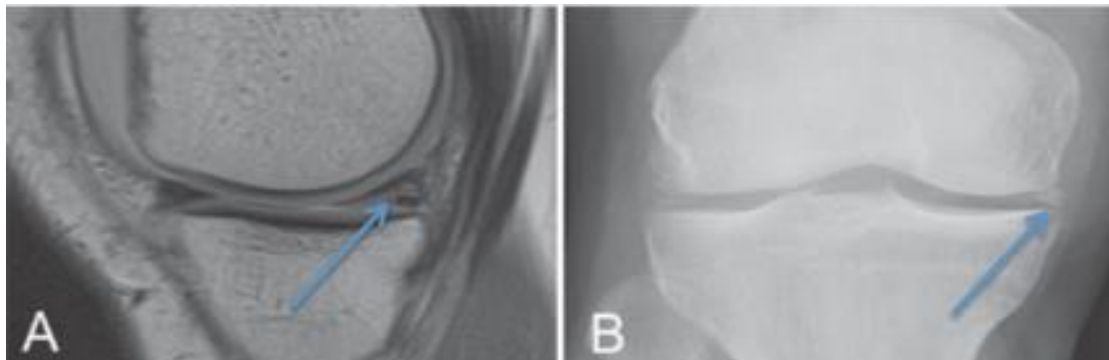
Apesar da imagem A (ressonância magnética (RM)) apresentar sinal de alta intensidade no corno posterior do menisco interno, na imagem B (telerradiografia AP) pode-se observar a presença de um depósito de cálcio (setas) na mesma região, tornando incerto o diagnóstico de ruptura meniscal degenerativa. Adaptado de Beaufils P. *The Meniscus*. (Beaufils P, Verdonk R, eds.). Berlin, Heidelberg: Springer Berlin Heidelberg; 2010.
